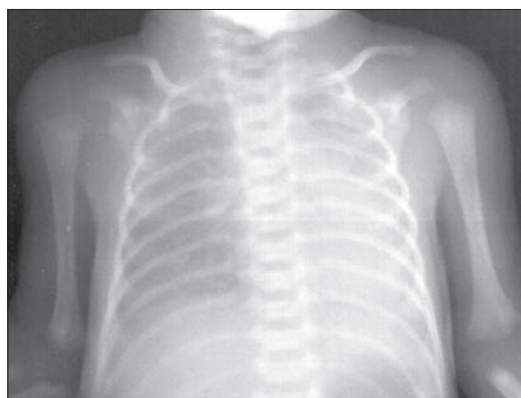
Boala membranelor hialine. Radiografie toracică AP. Hipoaerație. Opacități simetrice cu aspect reticulo-nodular.
